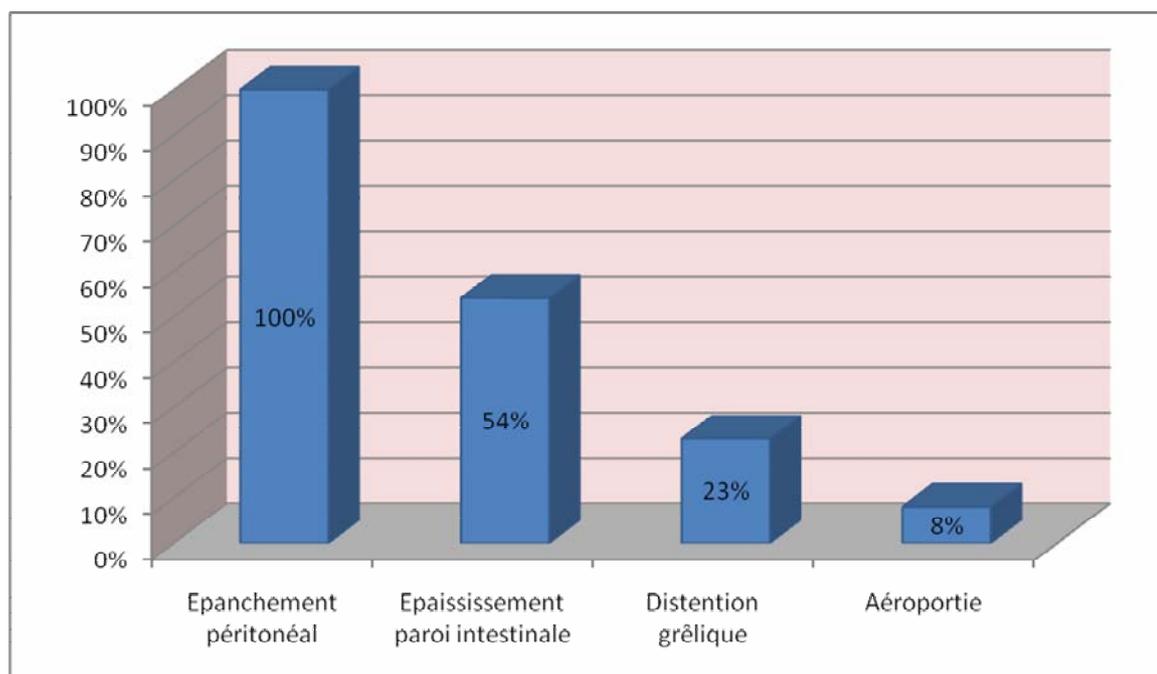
Répartition des résultats échographique
